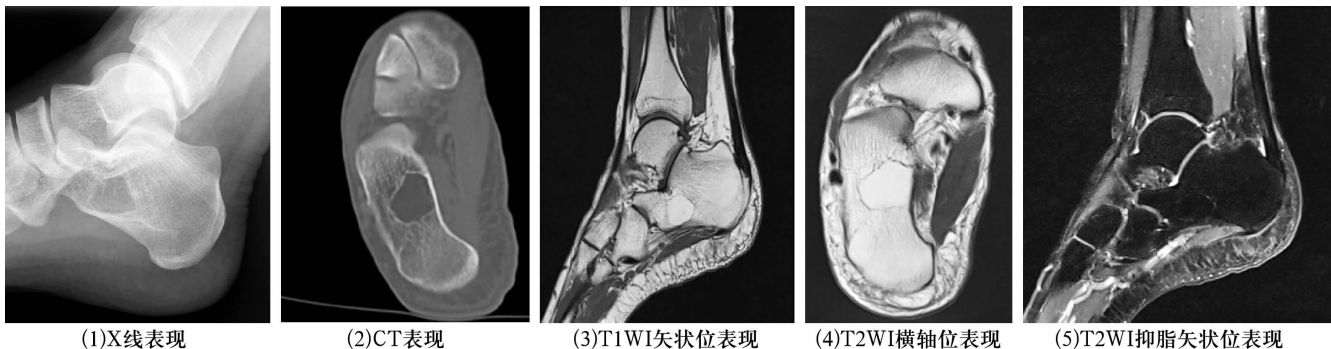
患者,男,39 岁,左侧跟骨脂肪瘤 X 线、CT 及 MRI 片
